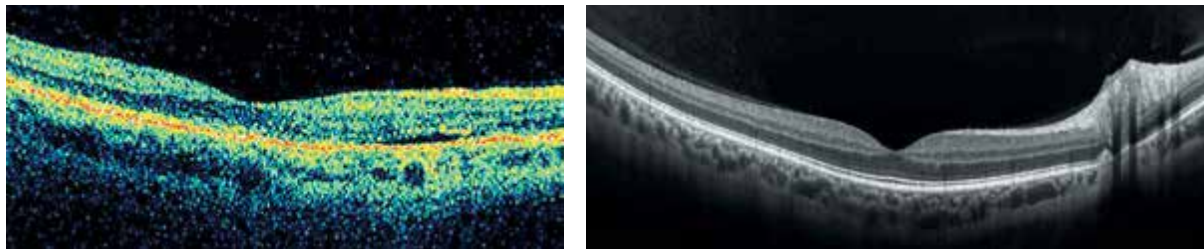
Пример томограммы Time Domain OCT (слева), COKT-томограмма (справа)
